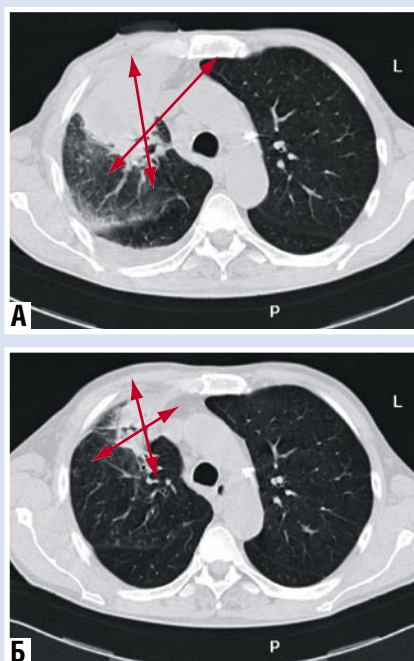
КТ органов грудной клетки: А – До лечения (8,2х10,8х10,9 см); Б – После лечения (2,5х3,7х4,8 см)
